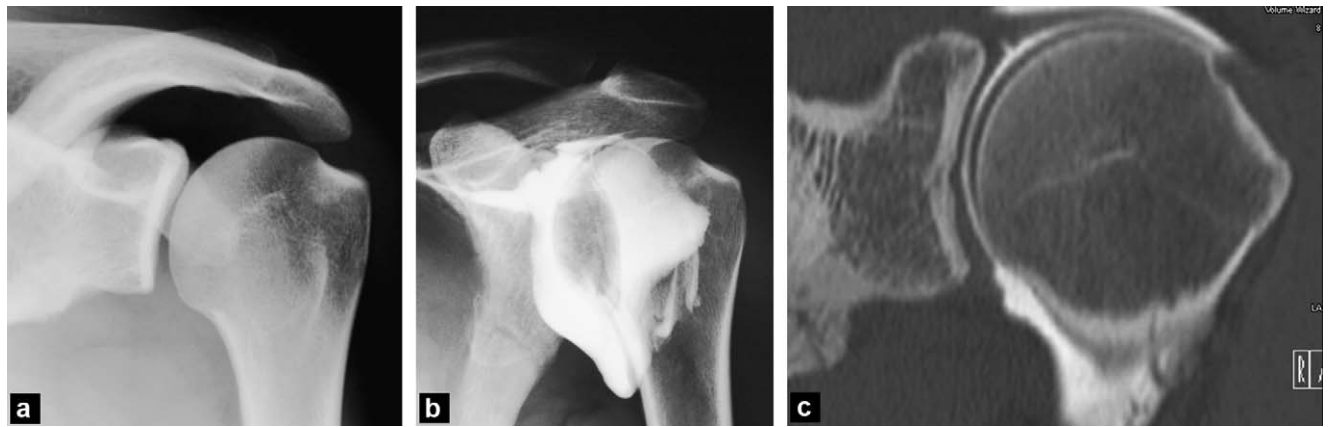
Fracture de fatigue de l'omoplate gauche chez un jeune homme de 28 ans, rugbyman amateur ayant des douleurs lors des mouvements de rotation externe contrariée. a : radiographie de l'épaule gauche de face en rotation externe ; b : cliché arthrographique ; c : arthroscanner, image coronale oblique. Il existe une fracture du bord axillaire de l'omoplate gauche sur lequel s'insère le muscle petit rond. Cette fracture de fatigue est classiquement décrite chez les travailleurs sur chaîne de montage.
